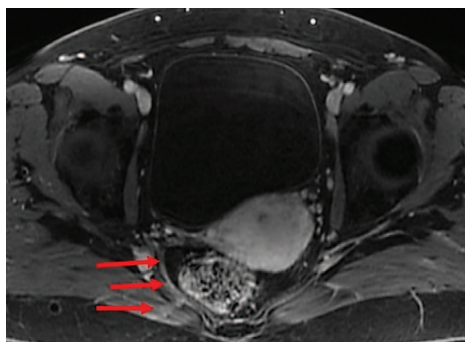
Пациентка Б. 56 лет. МРТ органов малого таза. T1-ВИ с подавлением сигнала от жира после внутривенного контрастирования – поздняя венозная фаза. Рубец на уровне импланта справа отчетливо равномерно накапливает контрастный препарат (стрелки)
